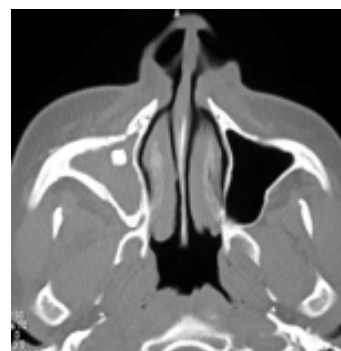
Tomografia computadorizada de seios paranasais, corte axial, mostrando imagem com densidade de partes moles, preenchendo o seio maxilar direito e uma imagem hiperdensa, retangular, de limites bem definidos em seio maxilar direito
